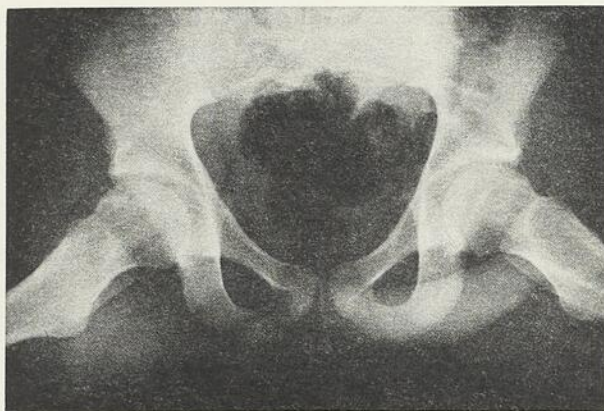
Radiographie prise chez le même malade (figure 9). L'indice anatomique est de 84 pour cent.
